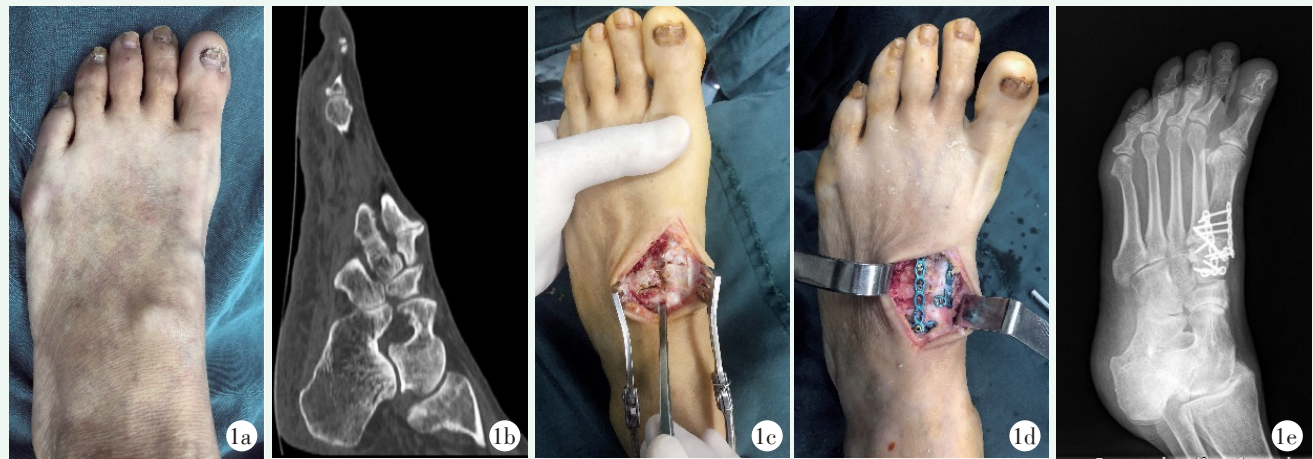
患者女性, 57 岁。1a: 术前大体图片, 患足足背部可见一畸形突起, 无明显外翻; 1b: 术前患足 CT, 见 M2 与 C2 之间的不连续以及一骨性畸形突起, 为中足畸形愈合; 1c: 术中取患足背 M2 基底部做一纵行切口, 见瘢痕组织增生明显, 关节面有明显退变; 1d: 彻底清理瘢痕组织和关节软骨面, 复位跖跗关节, 恢复足弓, C1-M2 拉力钉固定, 小钢板固定第 1、2 跖跗关节; 1e: 术后 2 周足部斜位 X 线片示患足解剖结构恢复好, 内固定物位置良好。
